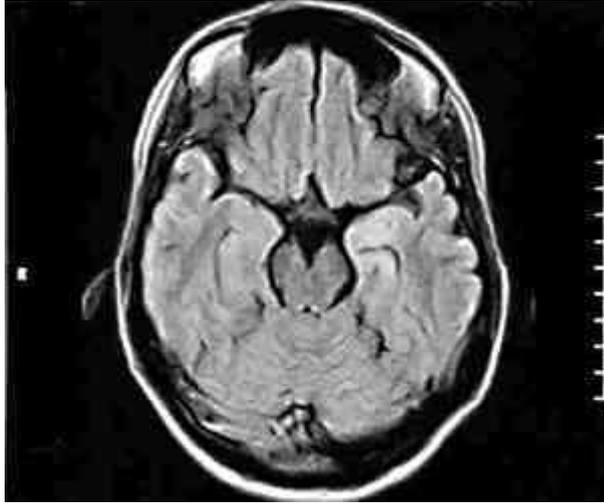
Gliosis de la región mesial del lóbulo temporal izquierdo. Imagen axial de RM. Secuencia FLAIR.
